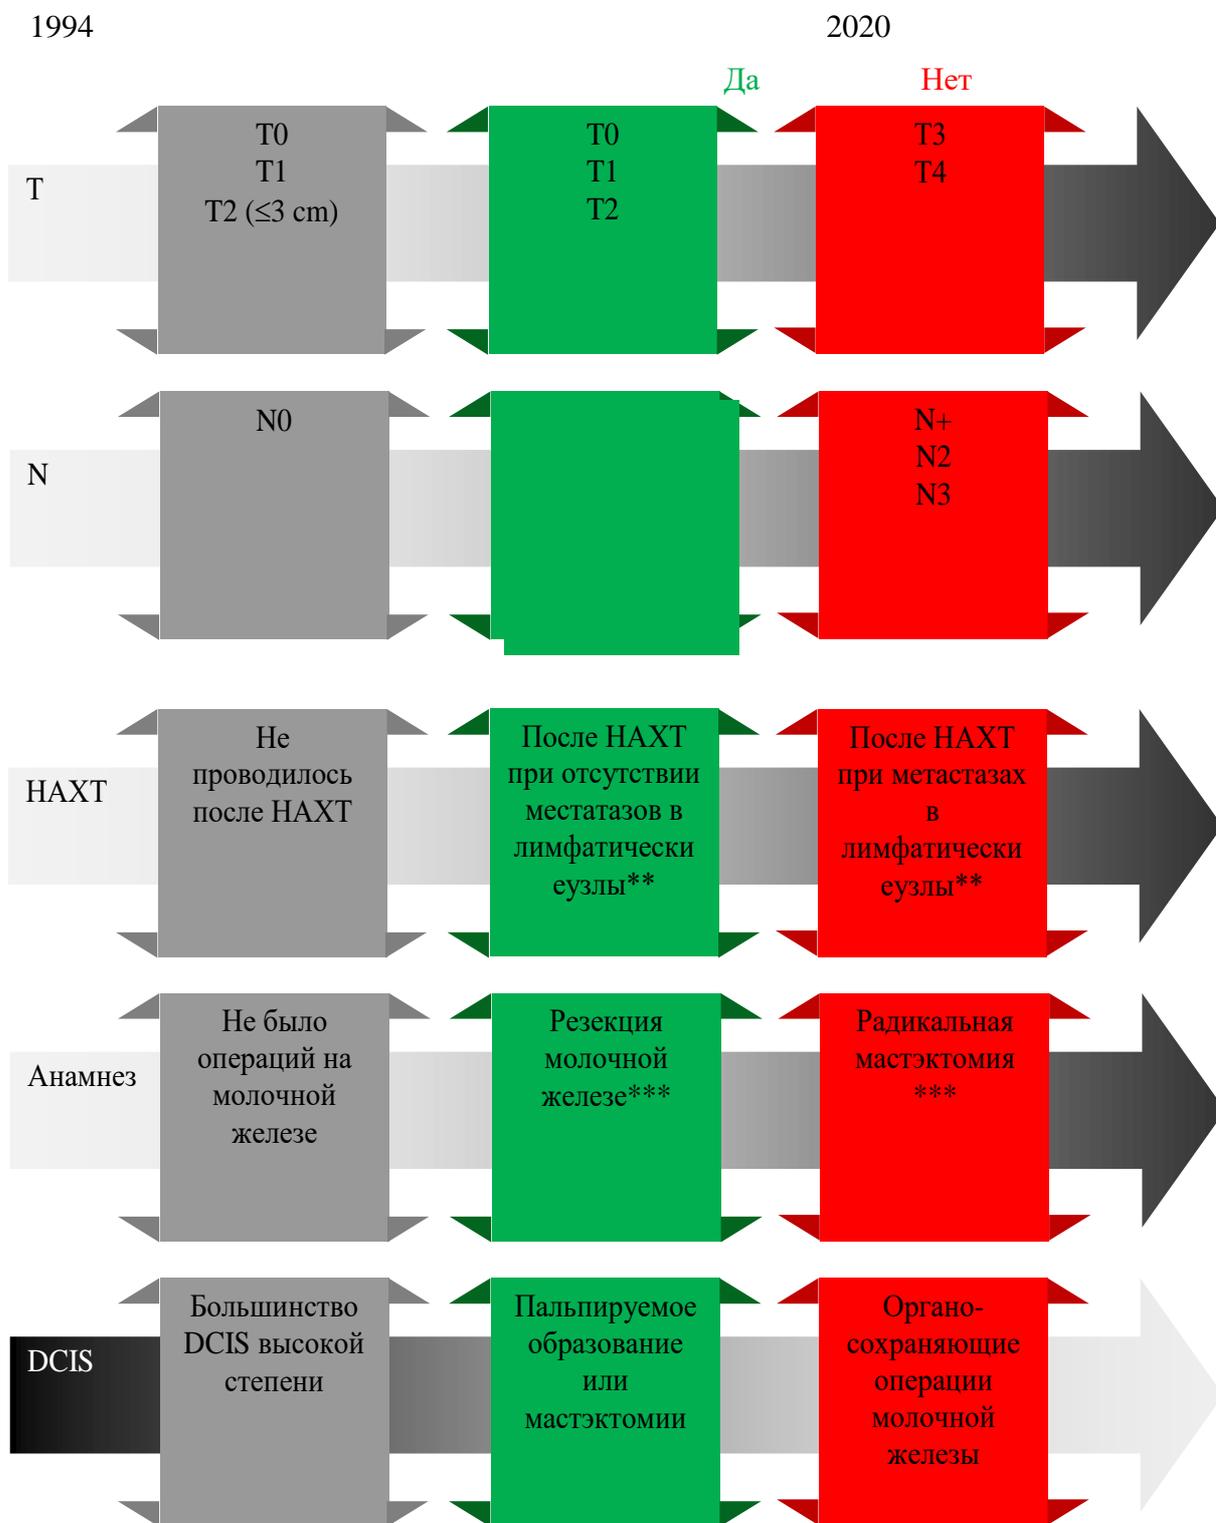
Эволюция показаний к БСЛУ при инвазивном раке молочной железы и раке молочной железы in situ. *Отрицательный результат исследования = УЗИ ± тонкоигольная аспирационная биопсия. pN0, pN+. *резекция молочной железы; радикальная мастэктомия.
